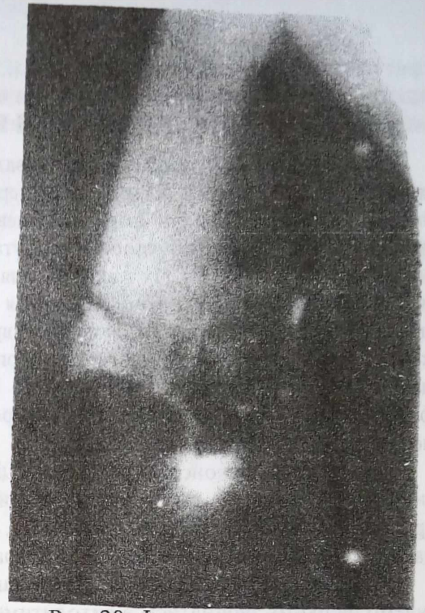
Фото рентгенограми з фістулографією. Остеомієліт кінця кукси стегнової кістки.
